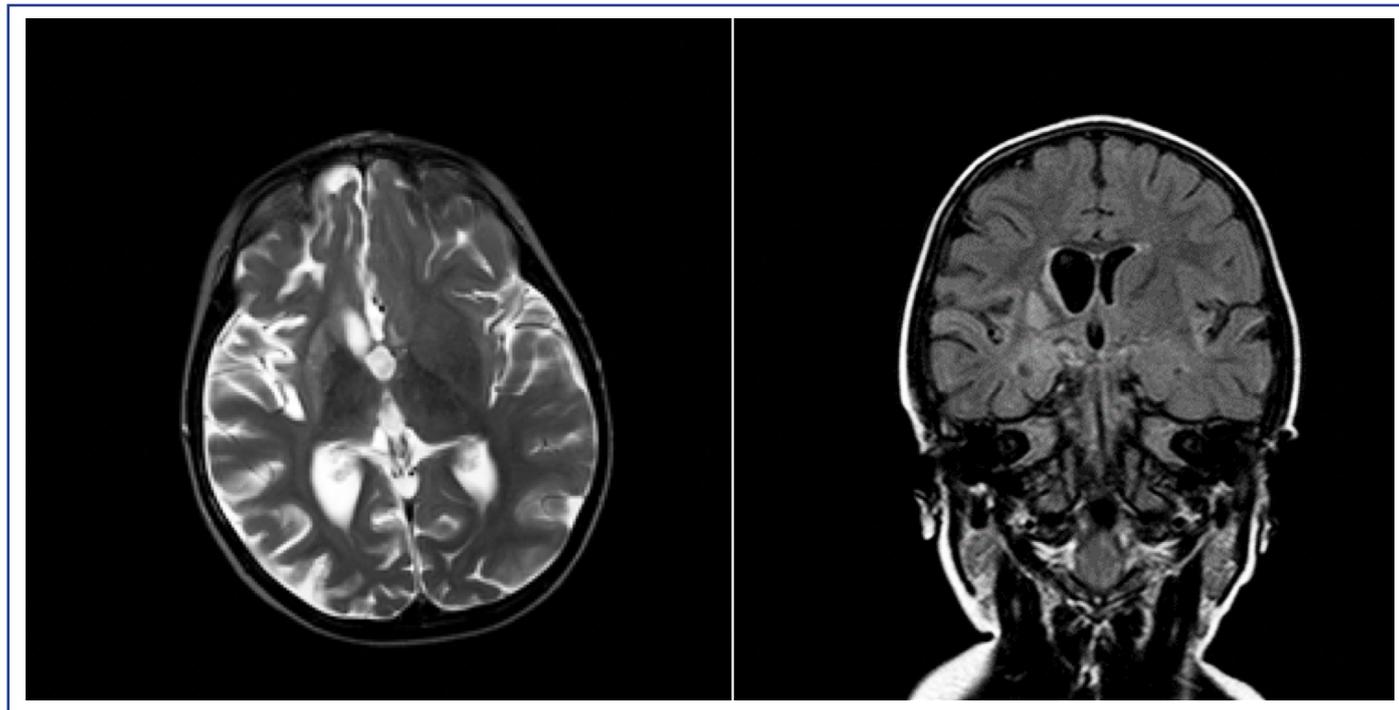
RM encefalo, sezione assiale, T2 (a sinistra) e sezione coronale, FLAIR (a destra), età 2 anni e 11 mesi.
